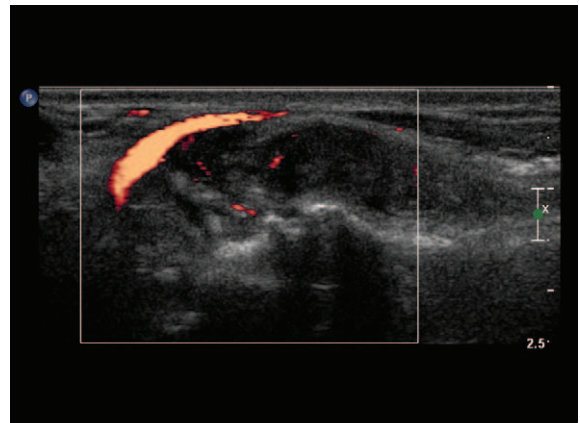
Encircled radial artery in the tumor was identified sonographically.
